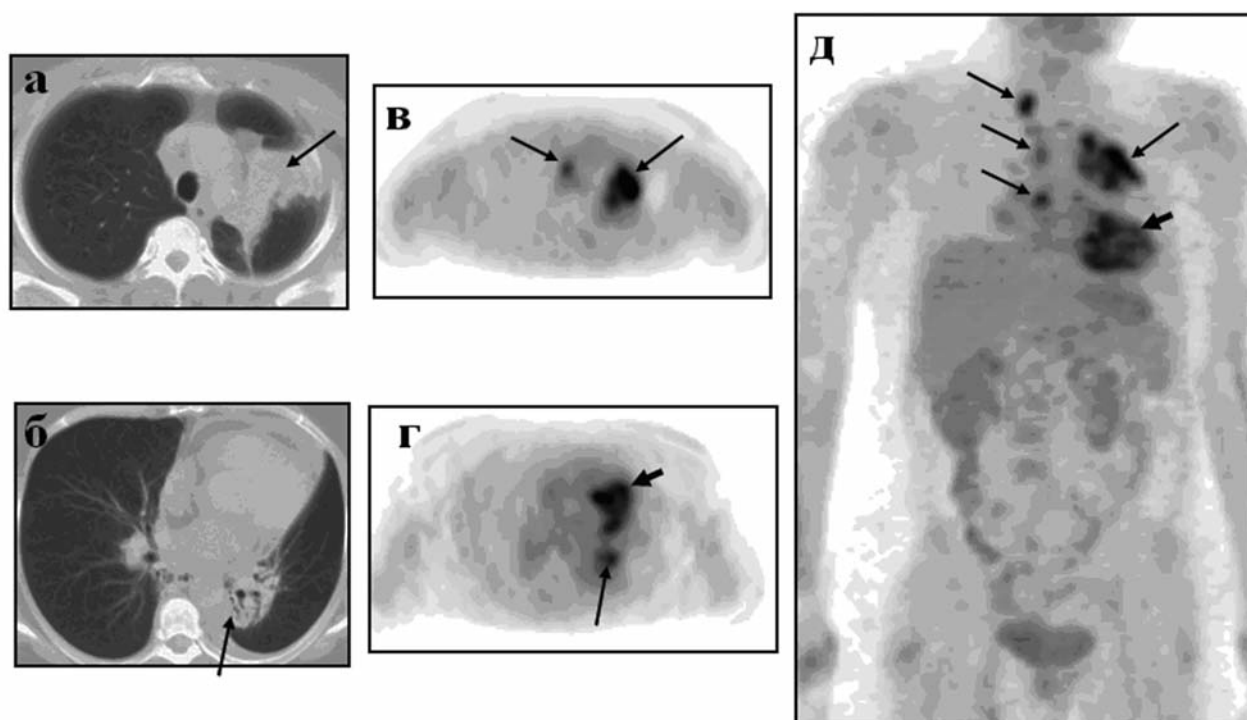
Пример диагностики локорегионального рецидива. Больной Е. через один год после комбинированного радикального лечения по поводу НМРЛ. В течение последних шести месяцев определяются стабильные данные РКТ (а, б): массивные фиброзные изменения в левом гемитораксе. При ПЭТ (в, г — трансаксиальные срезы, соответствующие представленным РКТ срезам; д — корональный срез) выявлен локорегиональный рецидив в зонах фиброзных изменений в левом гемитораксе, а также в бифуркационных и паратрахеальных лимфоузлах справа (длинные стрелки), физиологическое накопление препарата в миокарде указано короткой стрелкой
